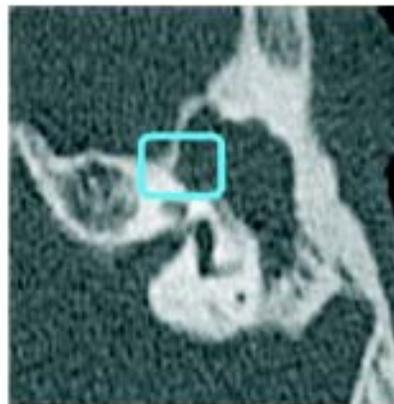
TAC preoperatorio donde se constata el oído izquierdo ocupado en toda su extensión por tejido de granulación con signos de osteítis, erosión del tegmen tímpani (cuadro rojo), Erosión del segmento timpánico del facial (cuadro azul) y fístula del canal semicircular horizontal (cuadro amarillo).
